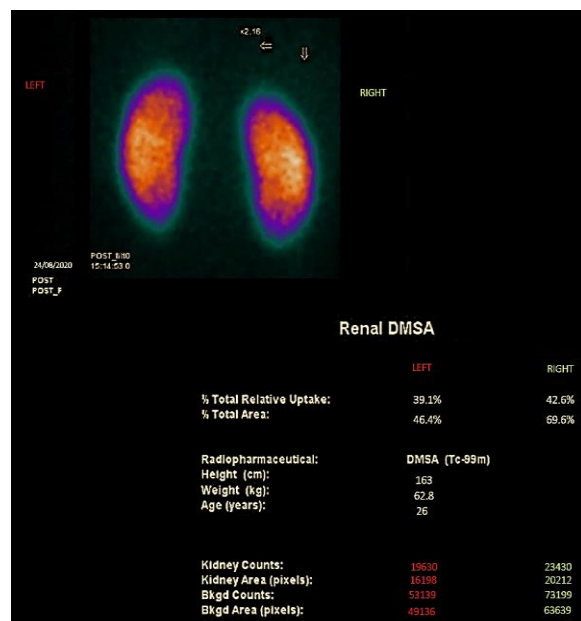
IMAGEN B. SPECT renal con DMSA: Hay adecuada captación del radiofármaco por la corteza renal de ambos riñones, sin embargo, cuantitativamente es menor en el riñón izquierdo. Paciente con historial de trauma renal grado I un año previo.
